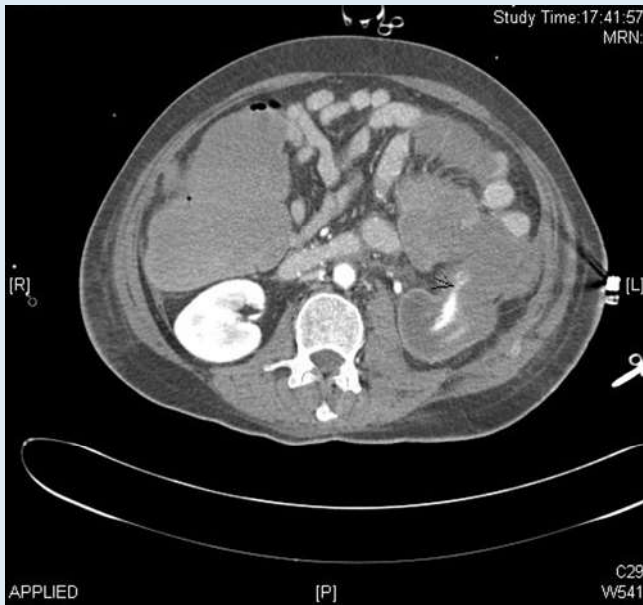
▲ CT-Angiographie in axialer Darstellung eines retroperitonealen Hämatoms mit Kontrastmittelaustritt im Bereich des linken Nierenhilus
